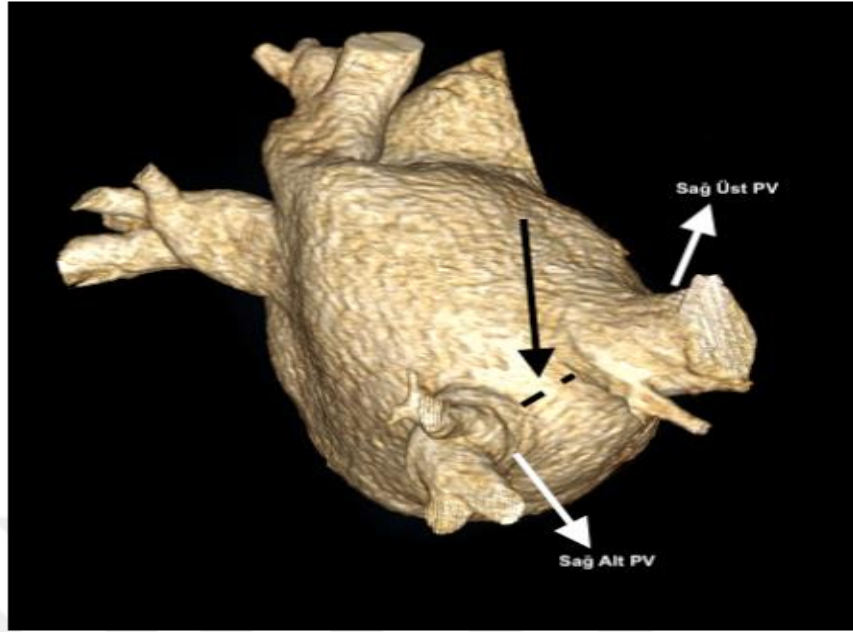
Sağ frenik sinir kardiyak bilgisayarlı tomografide analizi. Frontal kesitte sağ frenik sinirin seyri
